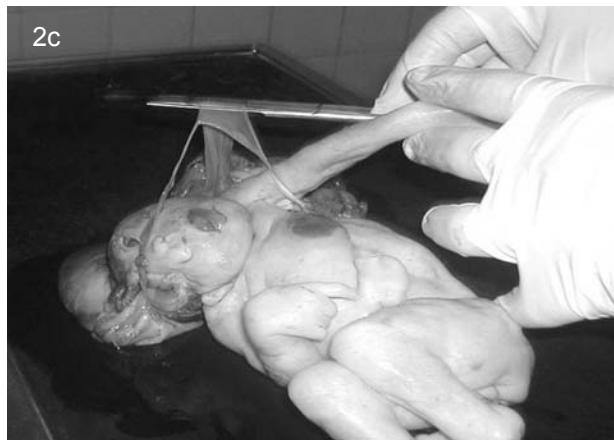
a) Ultrasonografía convencional que muestra síndrome de brida amniótica asociado a acránea. b) Ultrasonografía 3D que muestra encefalocele asociado a bridas amnióticas. c) Mortinato con encefalocele asociado a bridas amnióticas (cortesía del Dr. Edgardo Corral, Hospital Regional, Rancagua).
